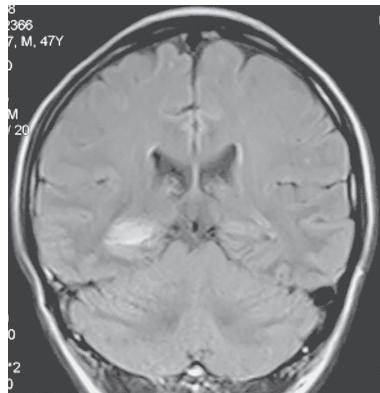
治疗 1 月后关键 MRIT₂ FLAIR 示高信号
